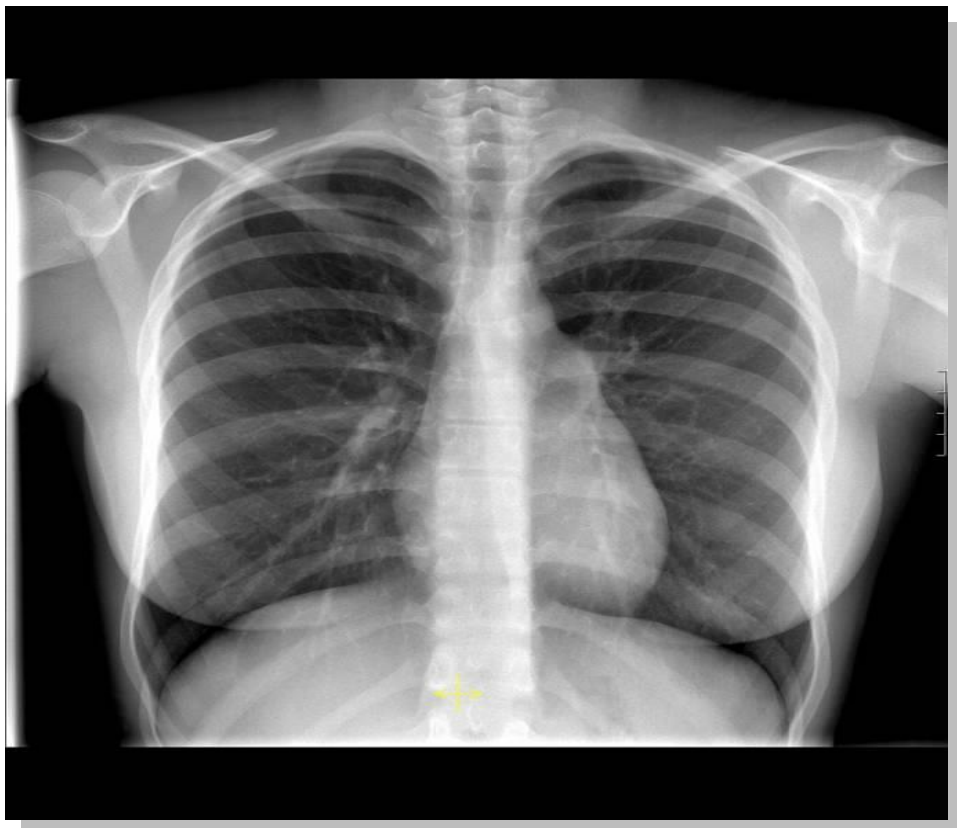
Radiografía de torax AP normal
